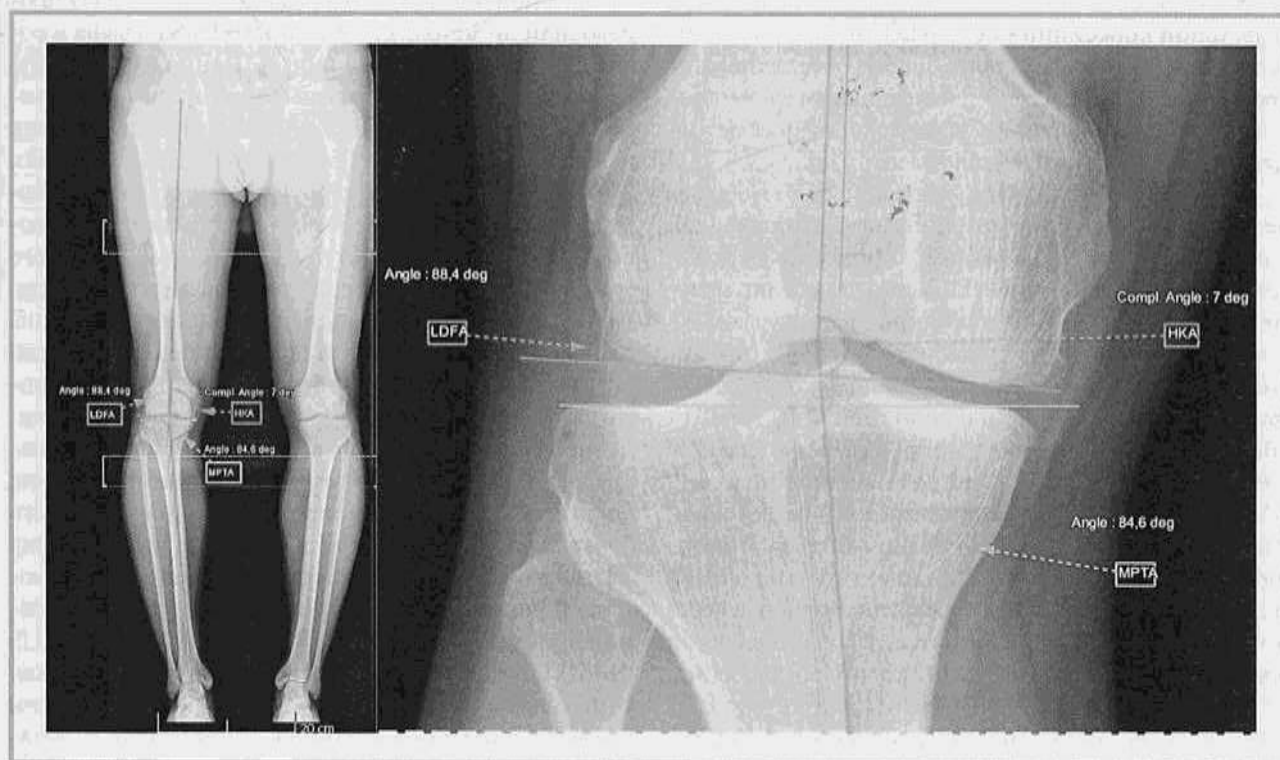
Метод измерения основных референтных углов на рентгенограммах нижних конечностей.
